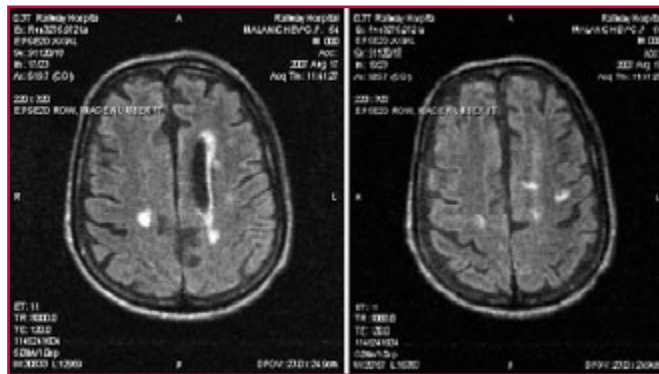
МРТ головного мозга от 17.08.2007 г.
